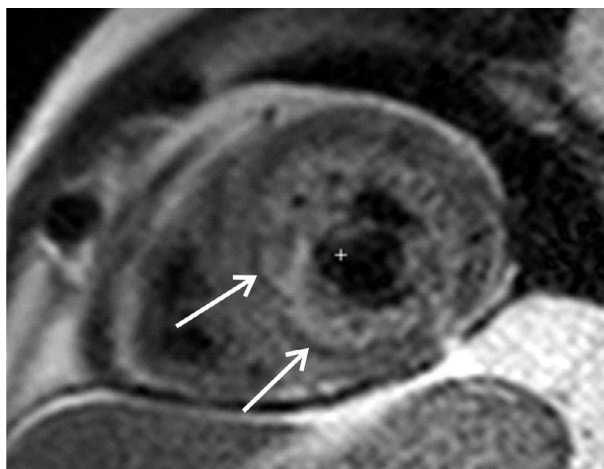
МРТ сердца короткая ось базального, среднего и апикального (a,b,c) отделов ЛЖ
